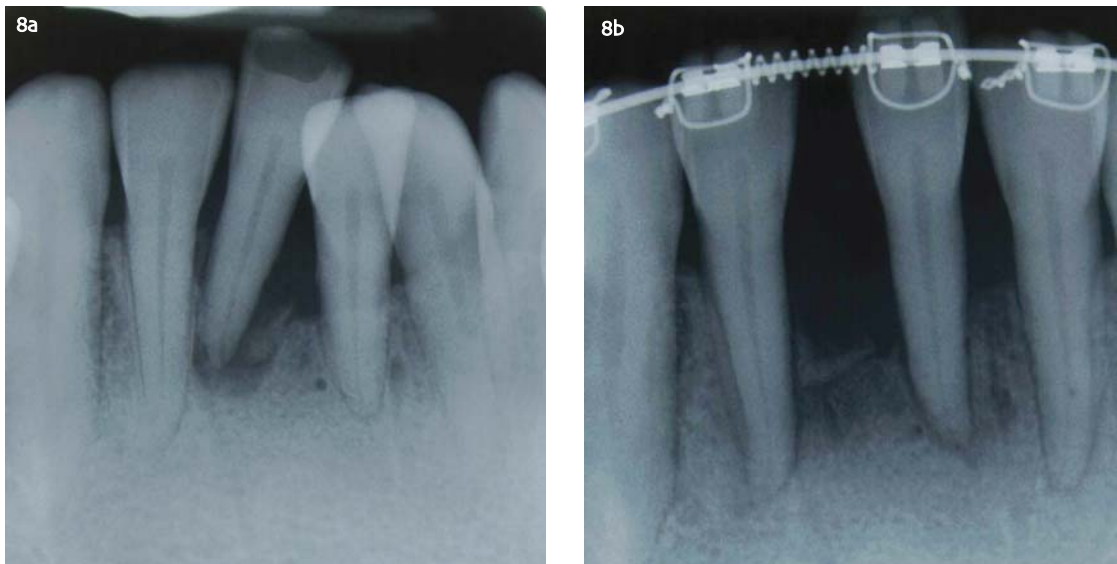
Periapicales (a) antes y (b) durante el TMD.
